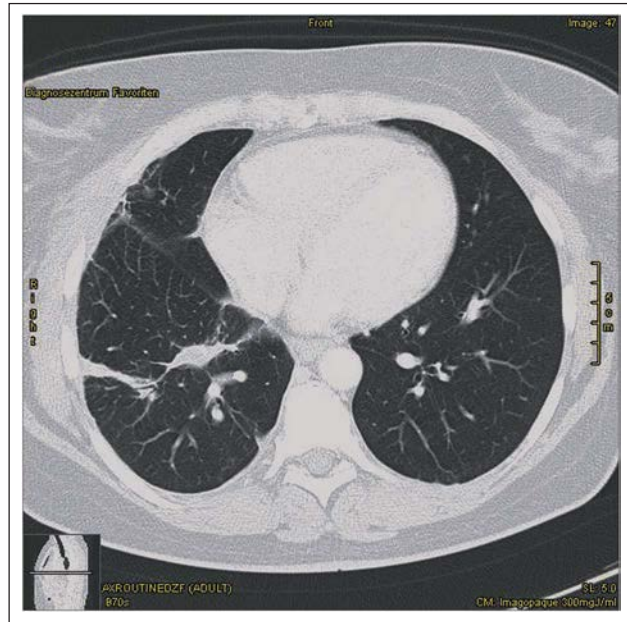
CT 3 Monate nach Laserentfernung von Metastasen der rechten Lunge.
